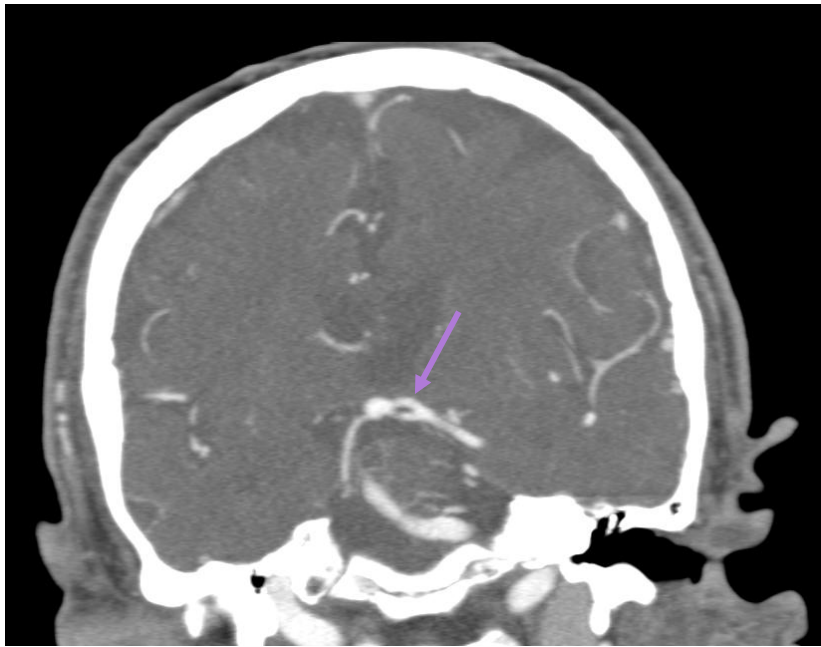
(Angio TC): fenestración del segmento P1 izquierdo.
